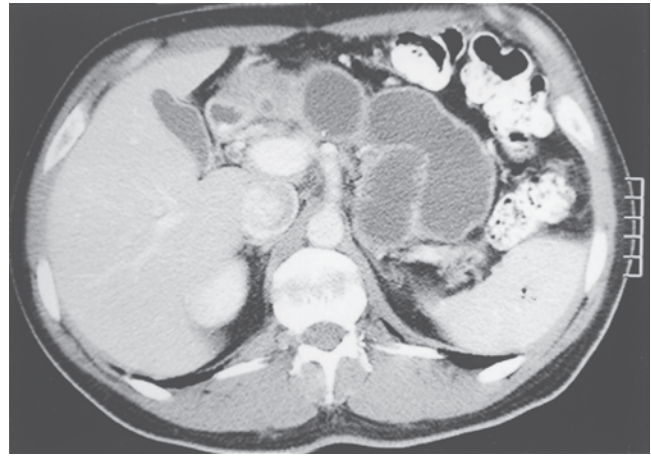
Enfermedad extensa por pseudoquiste. Estudio de CT en un paciente con pancreatitis crónica alcohólica que muestra enfermedad por pseudoquiste multitableado.
